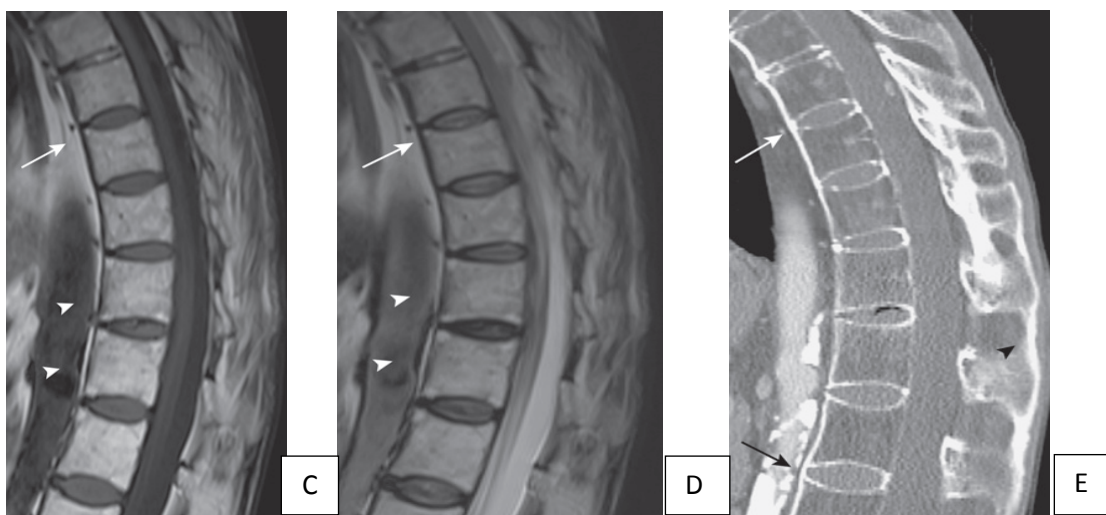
IRM et scanner du rachis dorsal (C à E).
